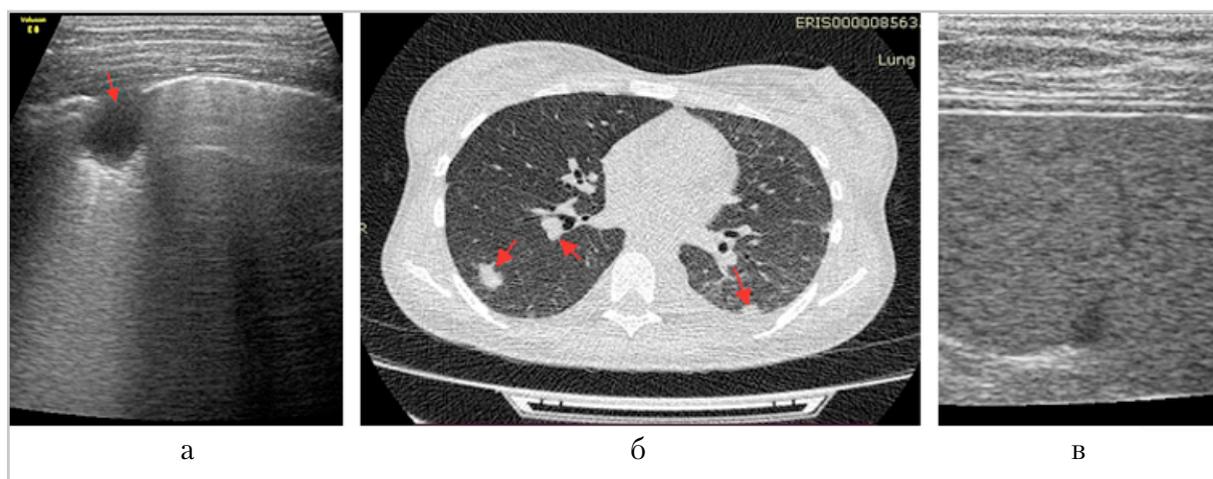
Лучевые исследования внутренних органов девочки Р.: *а* — УЗИ легких, скан по межреберному промежутку справа: очаг субплевральной консолидации на фоне В+паттерна показан стрелкой; *б* — КТ легких: очаги консолидации показаны стрелками, наличие жидкости в левой плевральной полости; *в* — реактивные изменения паренхимы селезенки
